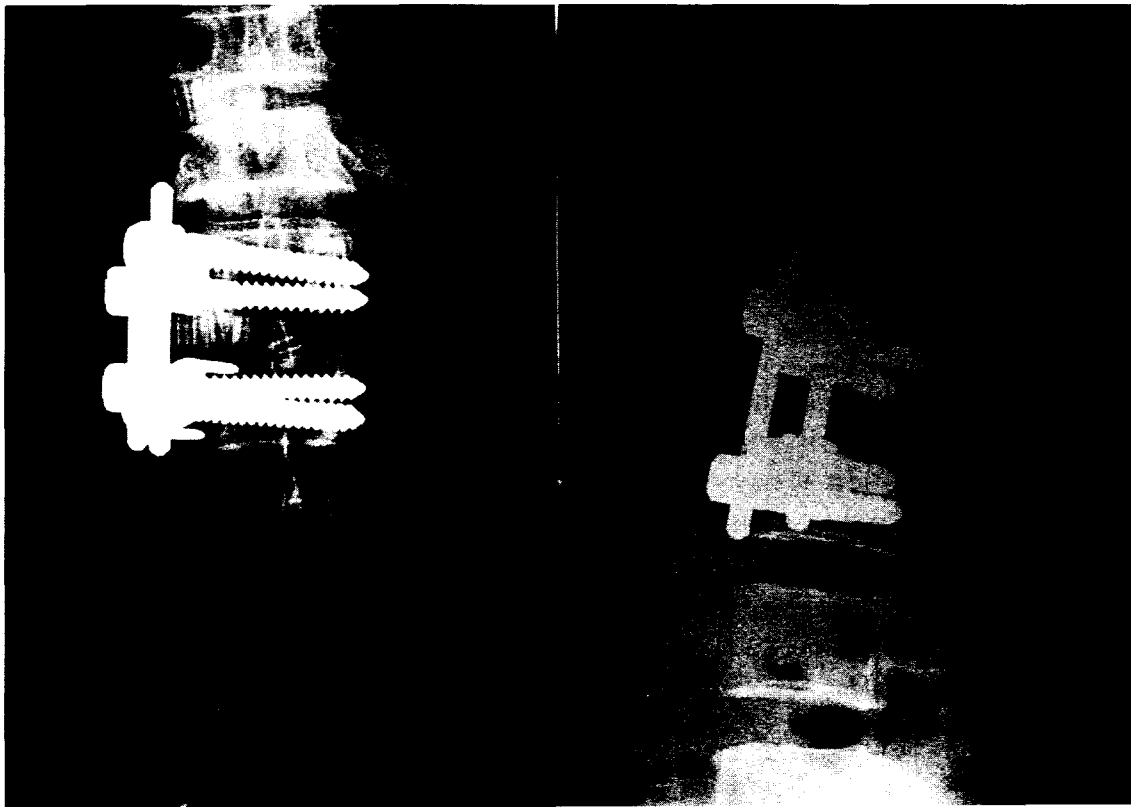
Postoperative roentgenogram shows interbody fusion with iliac bone and rib at T11-12 level and L1-2 level, and instrumentation with Kaneda device at L1-2 level.
